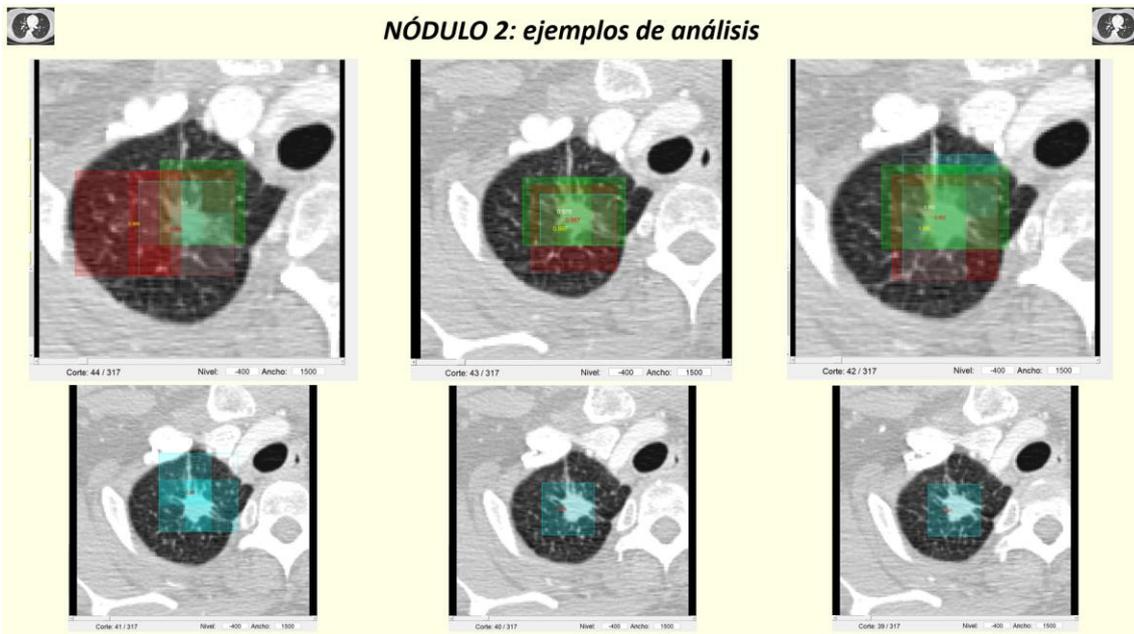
Casos TC de tórax. Caso 5: ejemplos de análisis del nódulo 2
